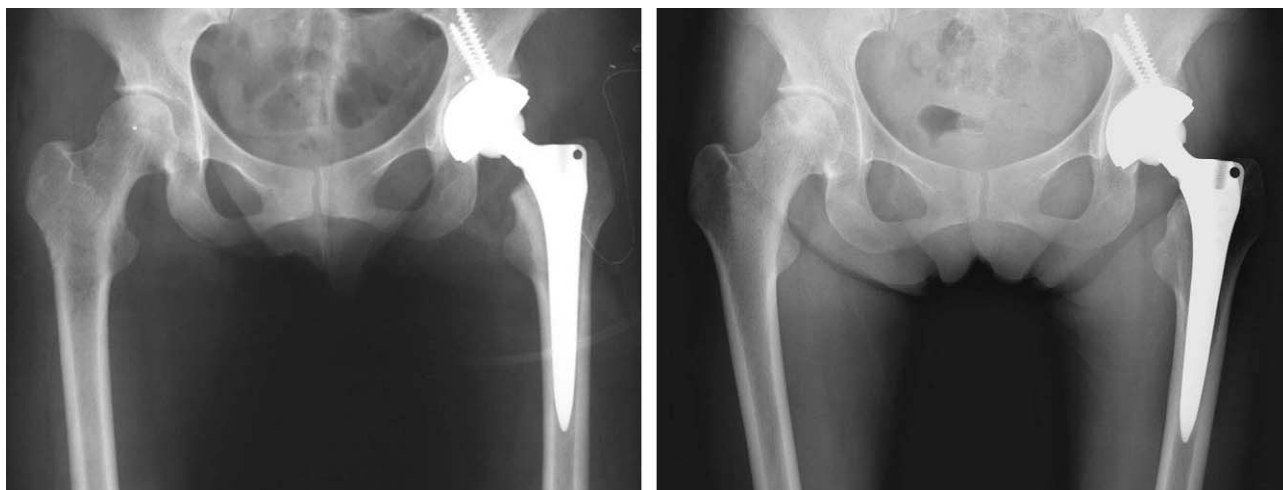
(A) An immediate postoperative radiograph of a 55 years old female with avascular necrosis of left femoral head shows good position and alignment of the cup and stem. (B) A radiograph at postoperative 2 years and 4 months shows stable fixation of cup and stem without osteolysis.
